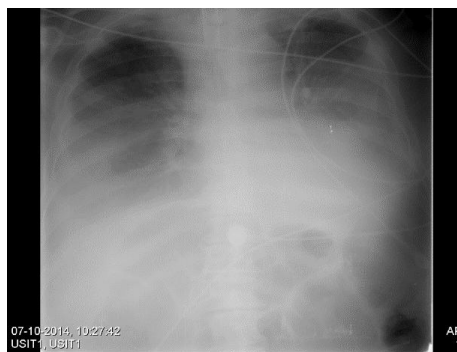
Telerradiografia de tórax de 07/10/2014, primeiro dia de reabilitação
